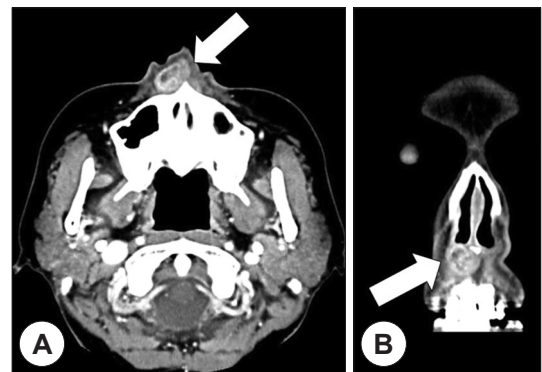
Enhanced CT scan of axial (A) and coronal (B) image shows the 1.8×1.1×1.5 mm sized heterogeneous enhancing lesion in right alar base area with fat infiltration.
